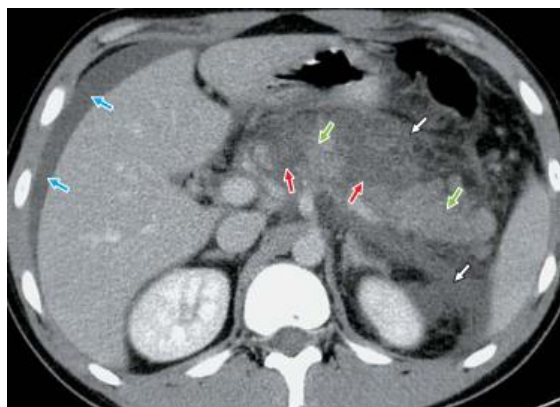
Компьютерная томограмма, венозная фаза, аксиальная проекция. 3-и сутки болезни. Полный поперечный некроз в области шейки и тела ПЖ. Жизнеспособная паренхима ПЖ в области тела и хвоста (зеленые стрелки). Свободная жидкость в брюшной полости (синие стрелки).
